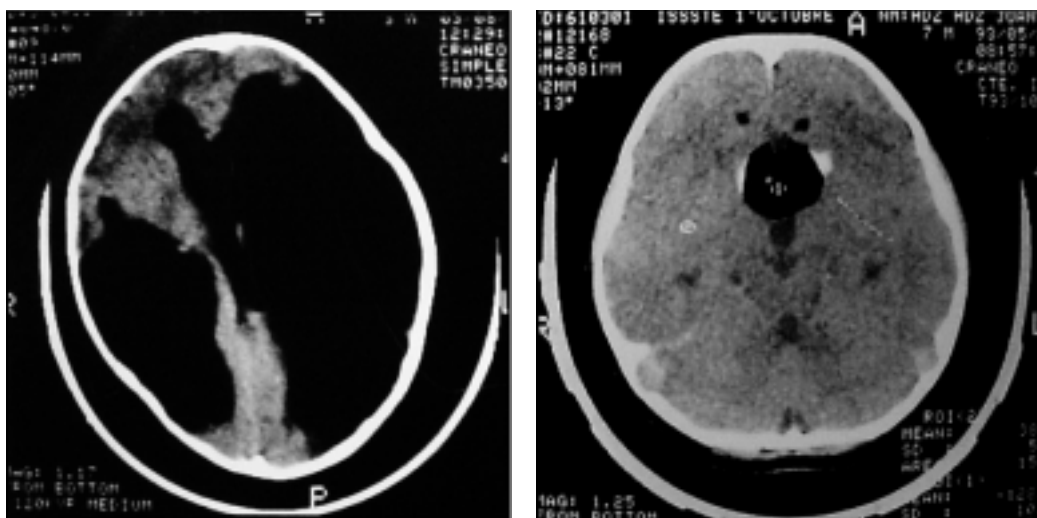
Agenesia completa de cuerpo calloso y displasia cerebral imagen en TC.
